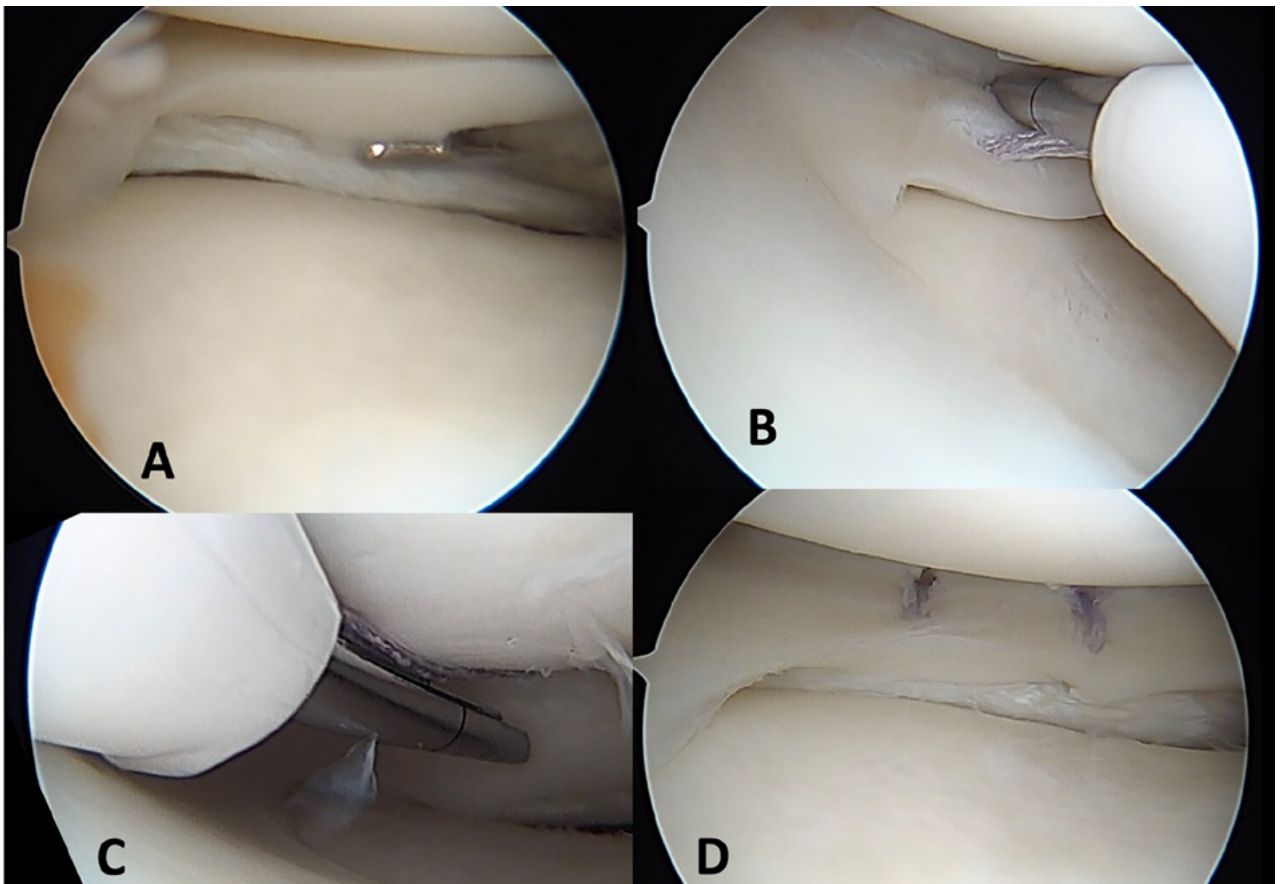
Paciente 14 años con lesión de LCA y rotura meniscal externa concomitante de rodilla derecha. Imágenes artroscópicas de la reparación evidencian. A) Rotura vertical longitudinal en zona roja-blanca del cuerno posterior. B) Reparación todo-dentro, con sutura de disposición vertical, desde portal anteromedial para evitar estructuras neurovasculares. C) Segunda sutura todo dentro, desde portal anterolateral para poder alcanzar la porción más medial del cuerno posterior. Se gradúa dispositivo todo-dentro para una profundidad de penetración máxima de 14 mm acorde a planificación preoperatoria medida en Resonancia Magnética. D) Resultado final, rotura reparada con dos suturas todo dentro verticales.
